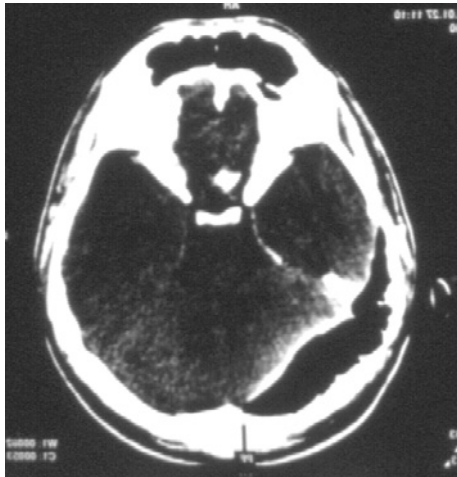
КТ черепа и головного мозга, аксиальная проекция. В полости черепа в височно-затылочной области справа имеется воздушная полость.
